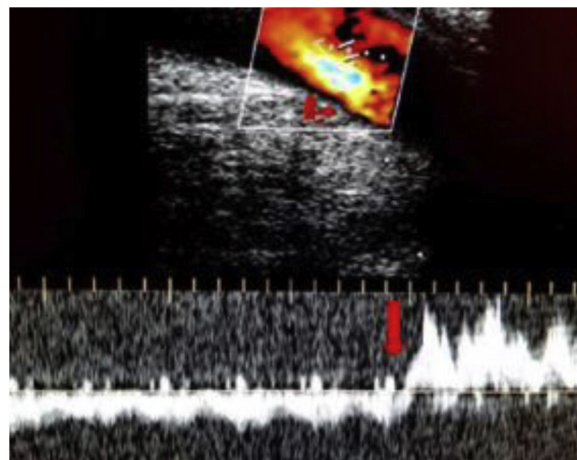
Ecografía Doppler de vasos del cuello: se observa flujo anterógrado en la vena yugular derecha, con inversión y normalización del mismo (asterisco) luego de la compresión de la fístula arteriovenosa.
